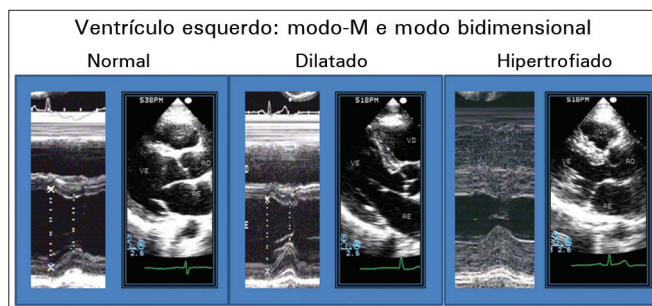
Ecocardiograma modo-M no corte de cavidade ventricular e modo bidimensional em eixo longo em atletas nas situações de ventrículo esquerdo normal (diâmetros 48/32), dilatado (60/30) e hipertrofiado (42/26).
